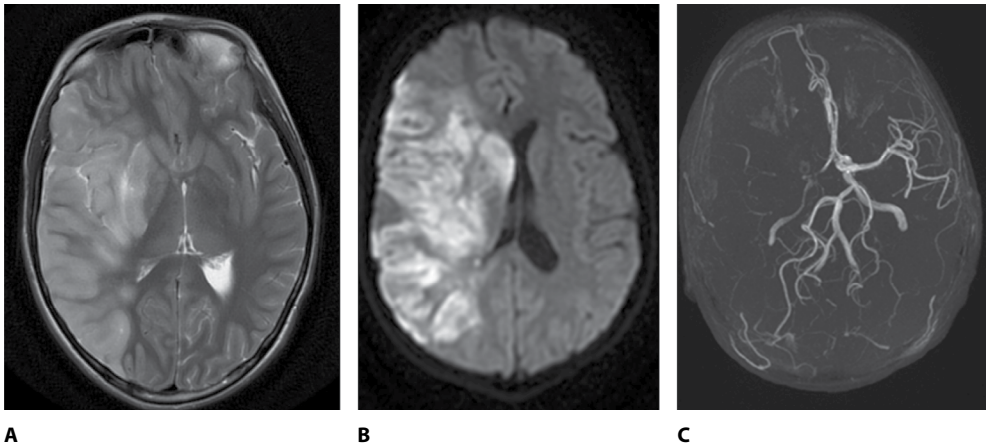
Пациент М.: прогрессирование церебрального васкулита (6-е сутки). А – МРТ, в правой лобно-височно-теменной области, базальных ядрах определяется гиперинтенсивная на T2ВИ и Flair (В) зона с ограничением диффузии, размером 137×65 мм. С – режим 3D-TOF – на МР-ангиограммах частично визуализируются дистальные ветви правой средней мозговой артерии. Просвет правой ВСА в сегментах C2-C7 резко сужен
